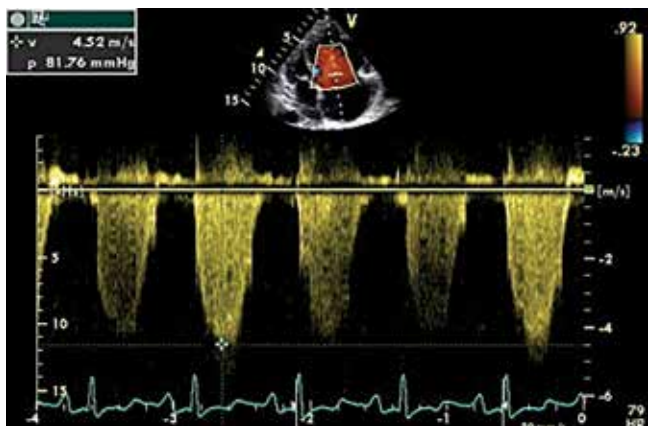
Эхокардиограмма измерения систолического давления в легочной артерии по скорости и градиенту на уровне трикуспидального клапана (апикальная 4-камерная позиция)
